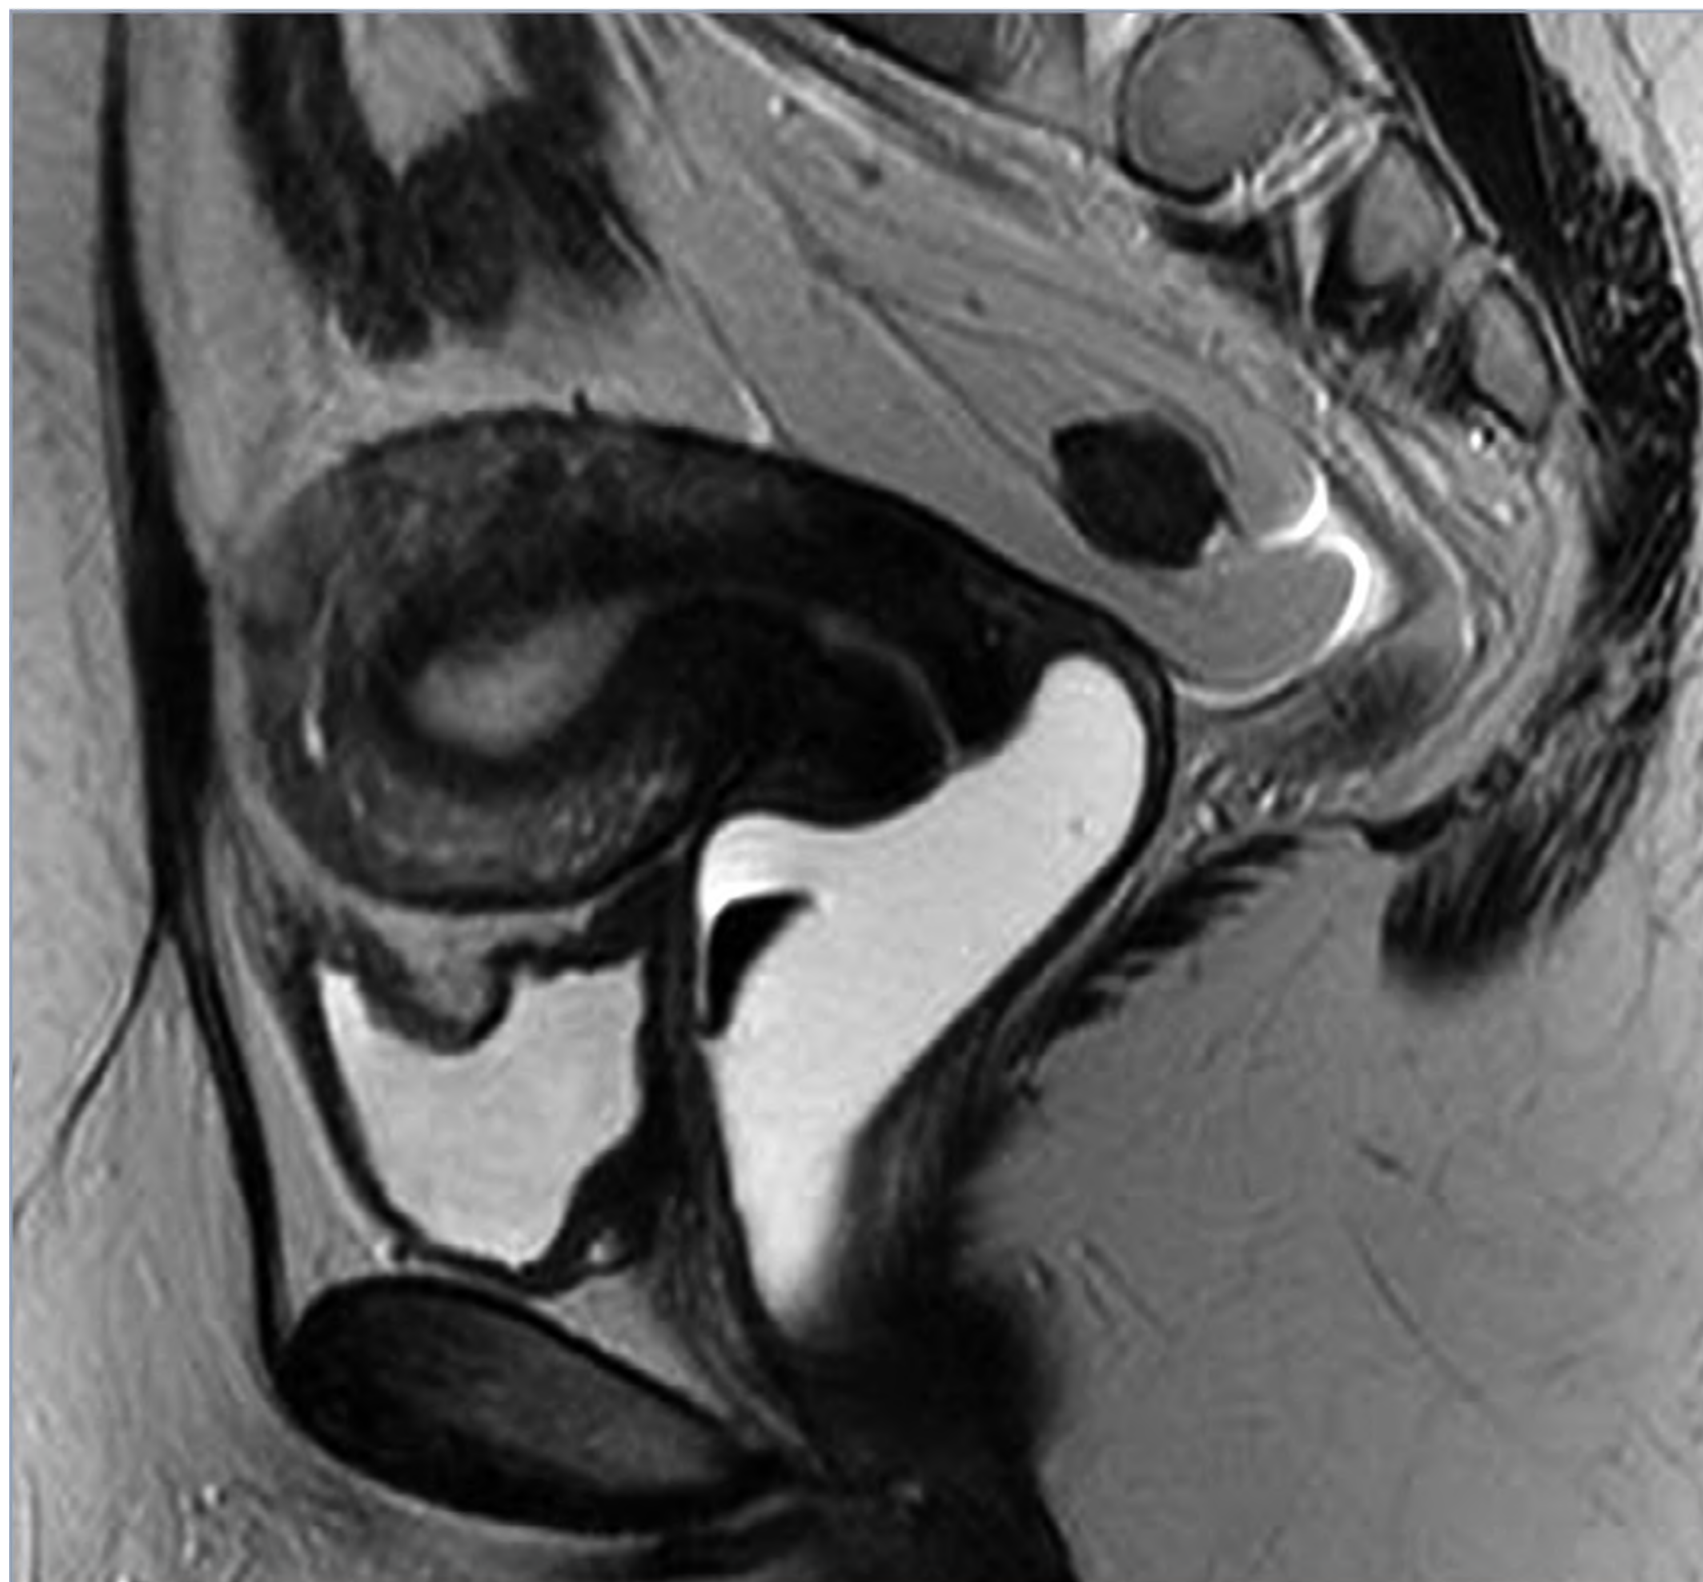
Ressonância nuclear magnética de pelve normal.
